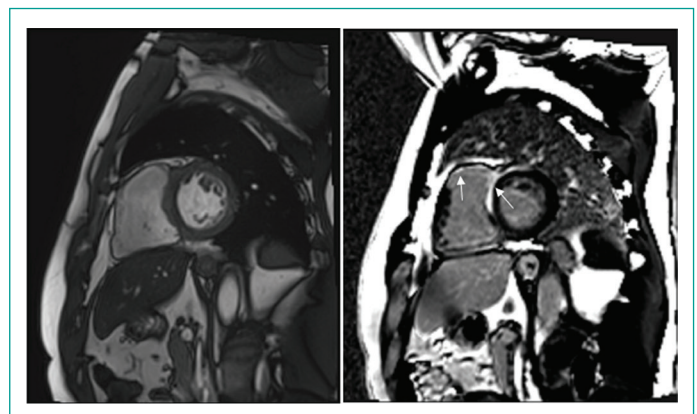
Resonancia Magnética Cardíaca Contrastada con Gadolinio observándose eje corto, con reforzamiento tardío con gadolinio (flechas blancas).
